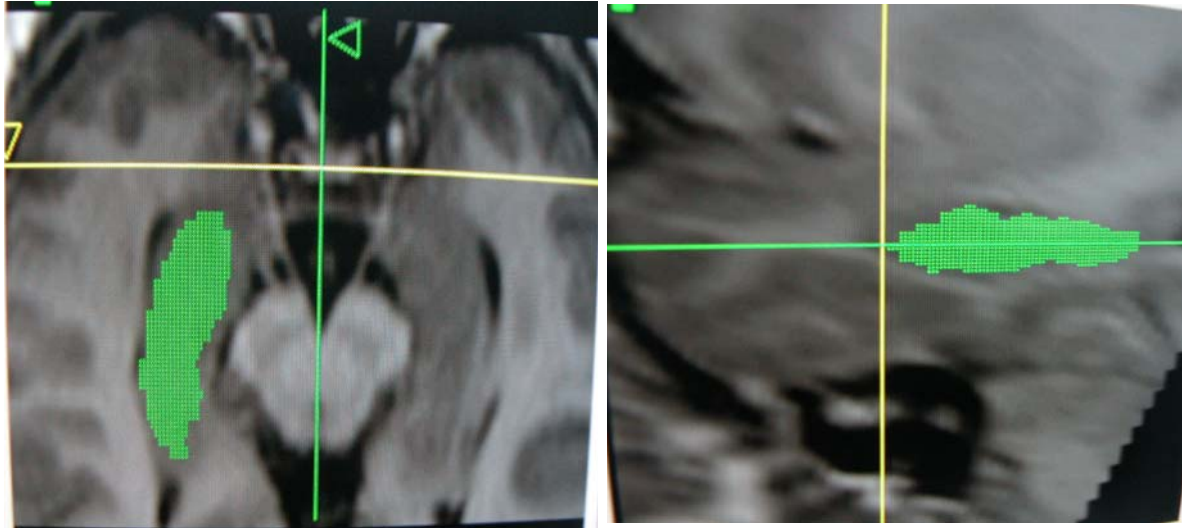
Imagens de Ressonância Magnética em planos axial e sagital na topografia do lobo temporal definindo o hipocampo direito como resultado da somatória de aproximadamente 25 cortes com 1,5 mm de espessura.
